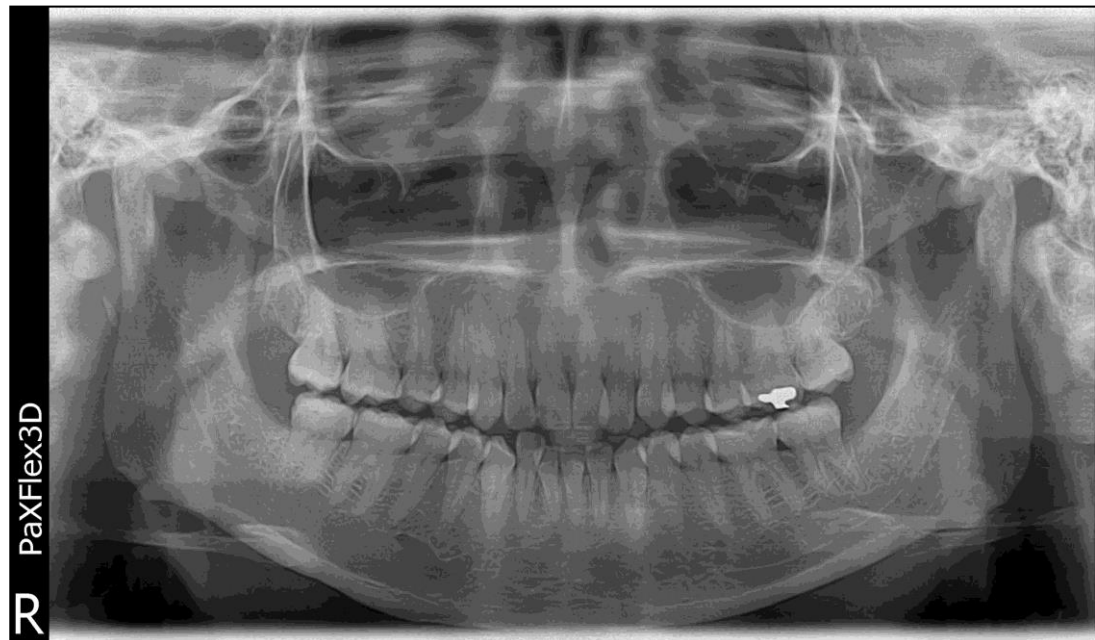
radiografía tres meses después de la exodoncia y aplicación de PRF
